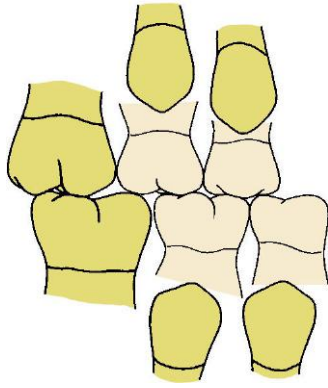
Diferencia de tamaño entre los molares primarios y los premolares permanentes, tal como se vería en una radiografía panorámica.
